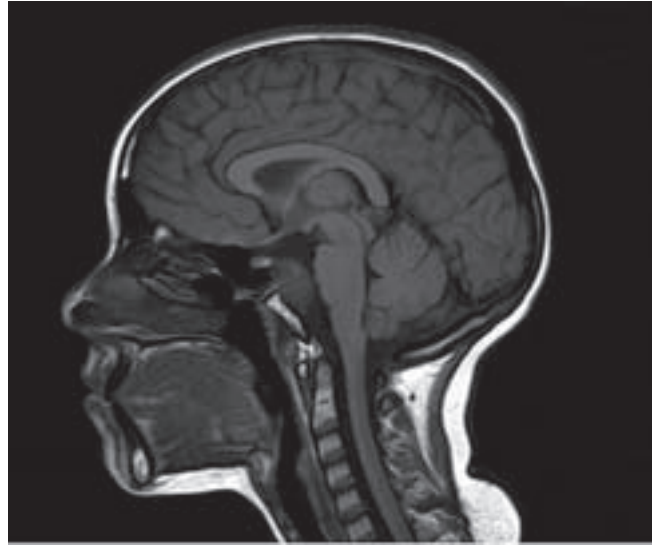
Resonancia magnética: corte sagital en el que se observa una lesión de unos 3 cm de diámetro mayor localizada en el clivus.
